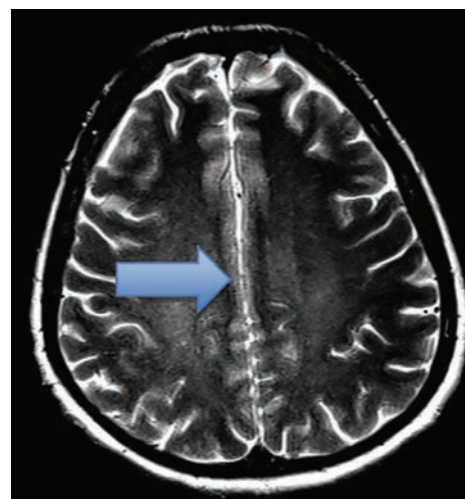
МРТ головного мозга. Диффузное накопление парамагнитного вещества в обоих полушариях большого мозга (предположительно марганца)
